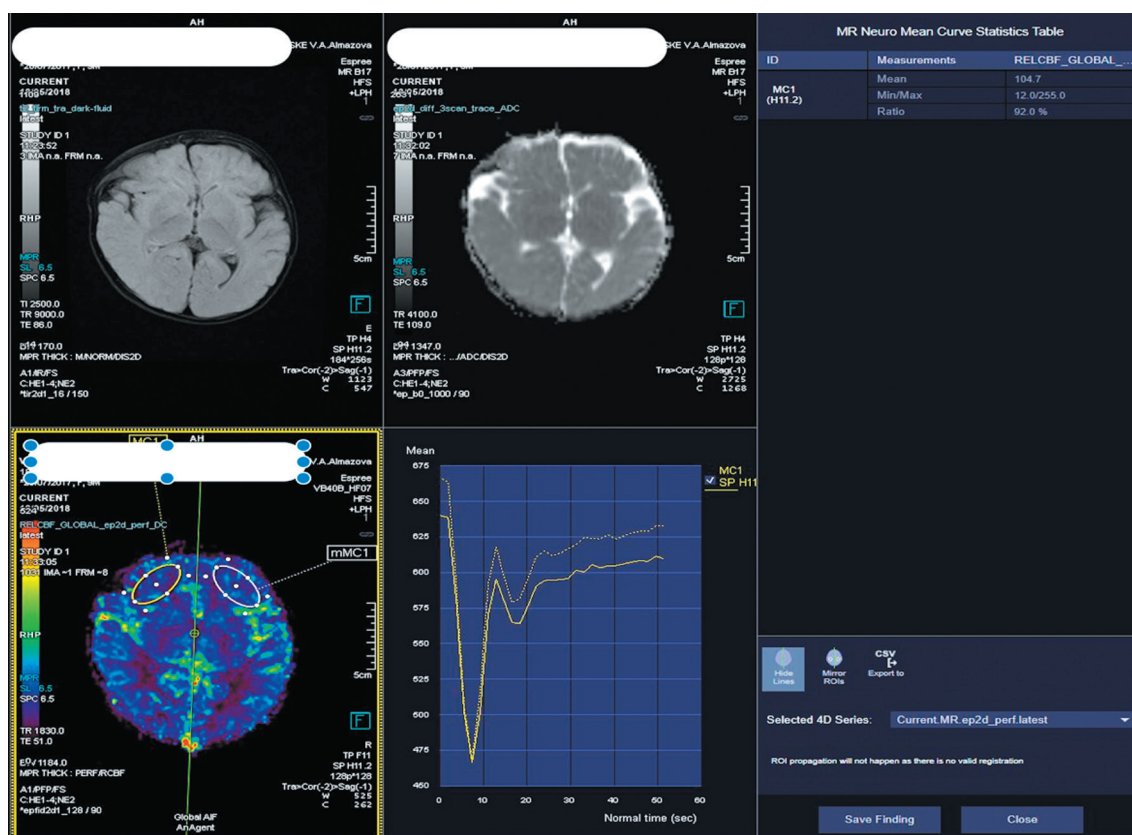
Перфузионная карта CBF у пациента с правосторонним коронарным синустозом.
